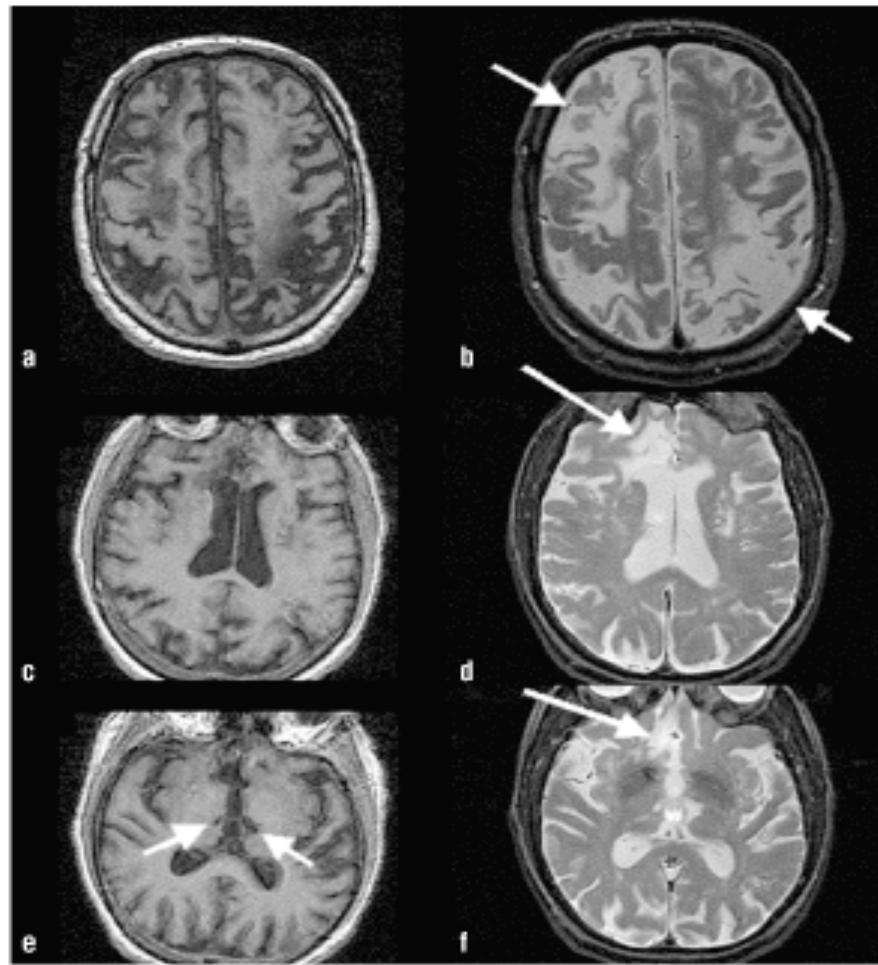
Multi-infarct dementia. Watershed infarcts (short arrows) in right frontal and parietal regions and left and right parietal regions in a 60-year-old man with mild dementia and bilateral carotid occlusions, seen on T1-weighted (a) and T2-weighted (b) axial MRI. A 70-year-old woman with impaired short-term memory and executive function due to bilateral thalamic infarcts (e, short arrows). Eight years later, she experienced left-leg weakness and severe abulia from a second stroke in the right medial frontal region (d and f, long arrows; also shown as hypointense area on c).
